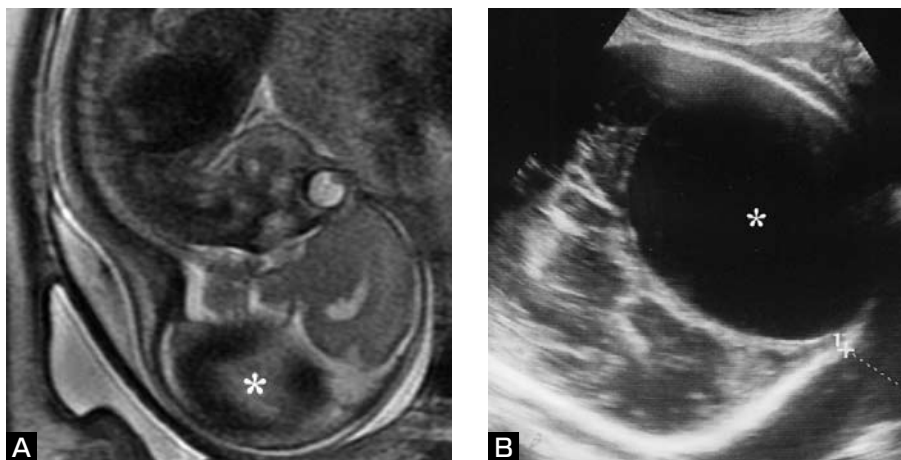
Antenatal T2-weighted MR image (A) at a gestational period of 28 weeks and ultrasonogram of the head (B) at 35 weeks, indicating a huge venous pouch (asterisk) in the left posterior portion of the fetal head.
